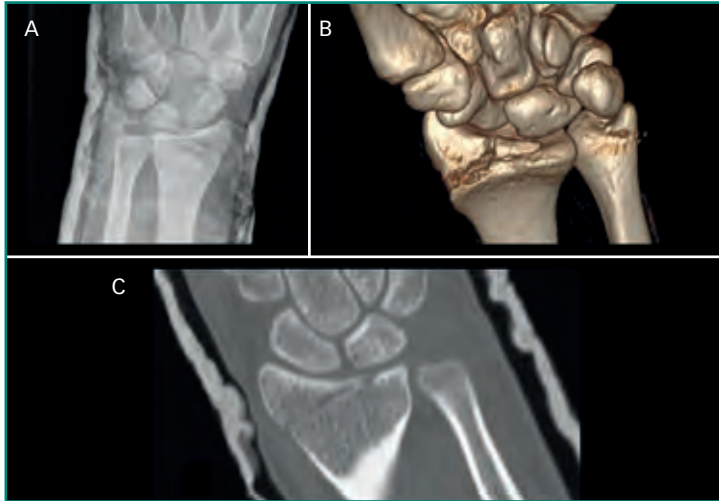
Fractura del extremo distal del radio extraarticular + fractura del cúbito distal (tipo 2 de Frykman). A: Rx simple; B: TC, reconstrucción 3D; C: TC, reconstrucción coronal.
